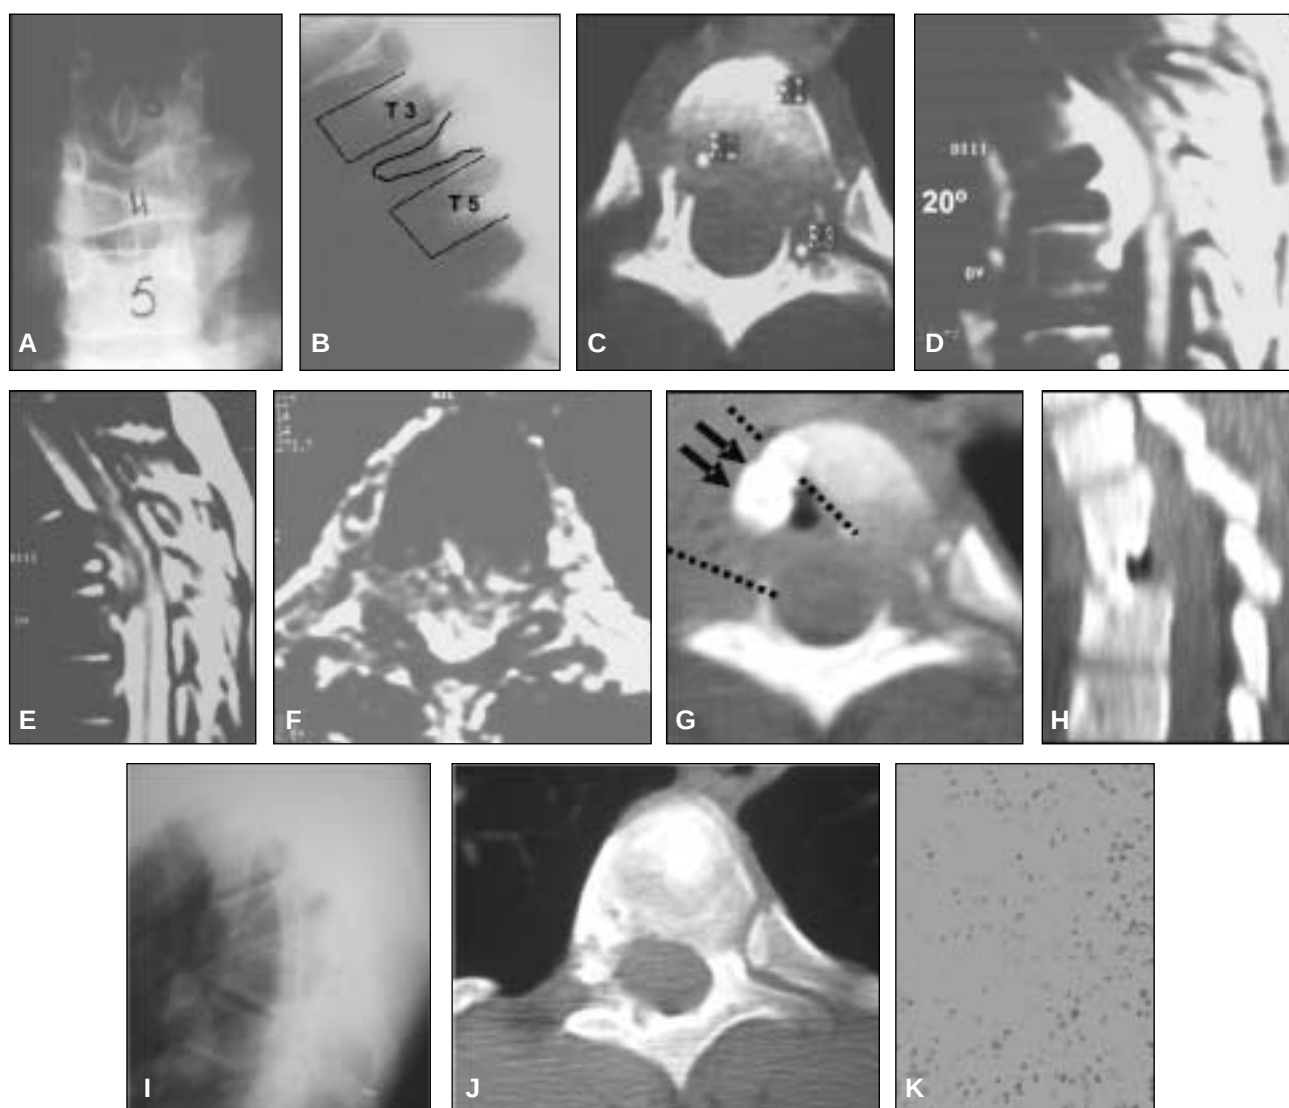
Caso 1: varón de 12 años, HCL en T4. A y B. Radiografía. Colapso asimétrico coronal y cifosis. C. Osteólisis y rotura del muro vertebral posterior. D, E y F. Tejido granulomatoso en el canal y compresión medular anterior. Estado neurológico Frankel C. G y H. Corpectomía parcial videoasistida por minitoracotomía derecha. Eliminación del tejido granulomatoso intracanal. Estabilización con doble injerto de costilla (flechas). I y J. Aspecto a 5 años de seguimiento. Cicatrización, pero cifosis residual de 30°. Paciente asintomático, Frankel E. K. Frotis hematoxilina-eosina.
